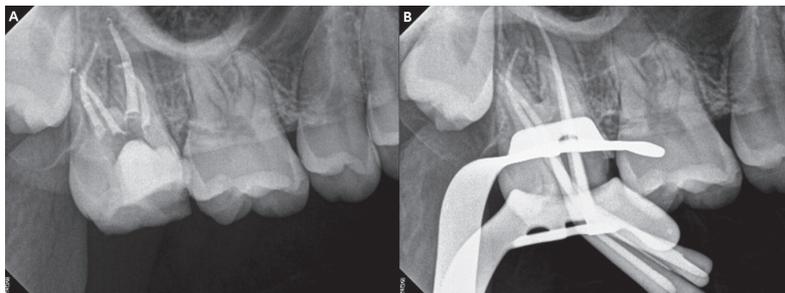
(A) 마스터콘 방사선 사진 (B) 근관 충전 후 방사선 사진.
